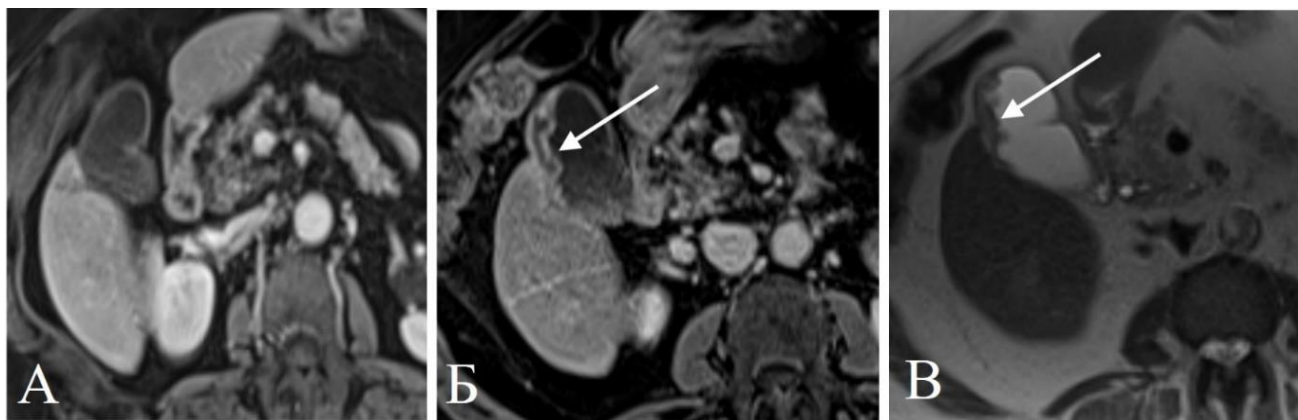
Пациент 52 лет, поражение печени при раке сигмовидной кишки. МРТ в артериальную фазу до ТЛЛНМ (А) демонстрирует неизменный желчный пузырь. МРТ через 8 нед. после ТЛЛНМ в артериальную фазу контрастирования (Б) и Т2ВИ (В) демонстрирует утолщение и слоистость стенки желчного пузыря, с пристеночным негетерогенным содержимым (стрелки)
